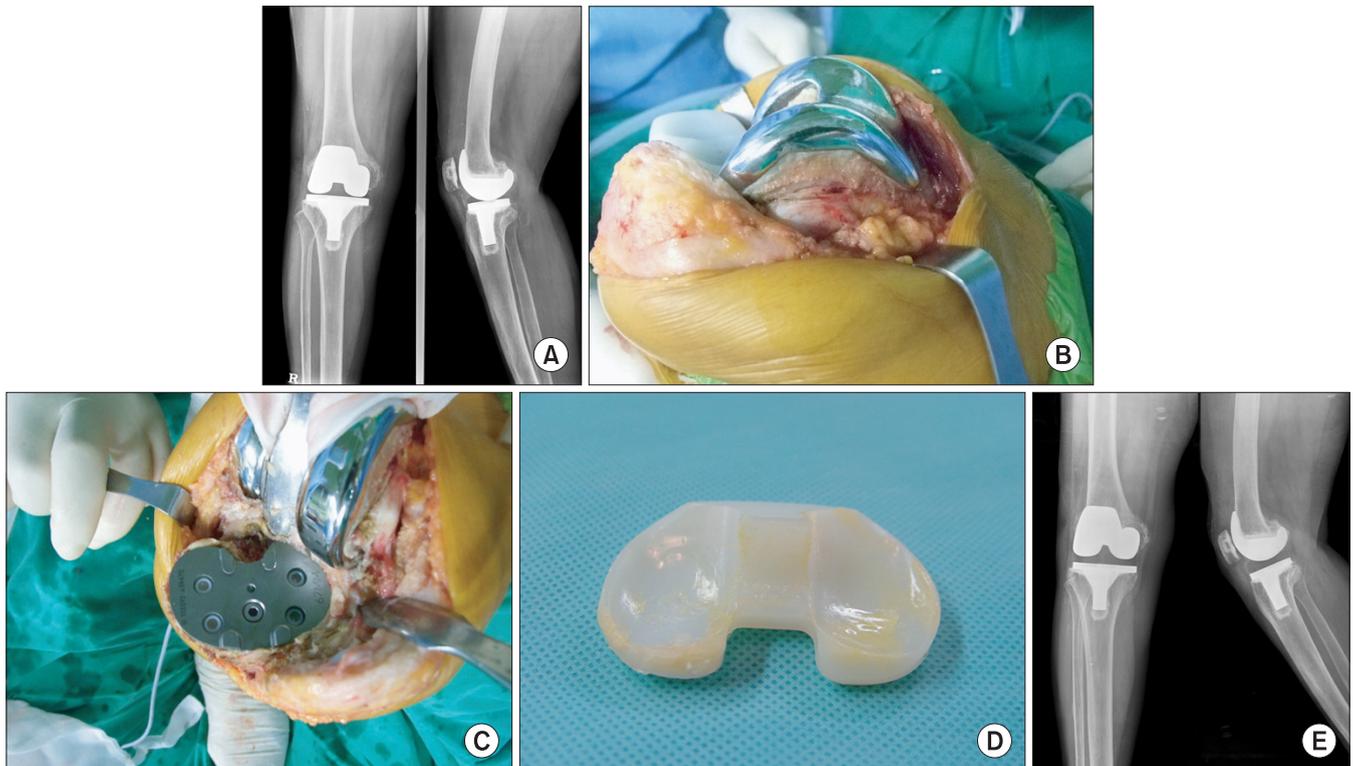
(A) Anteroposterior and lateral radiographs of TKA knee before revision. (B) Well aligned and well fixed femoral component. (C) Well aligned and well fixed tibial component. (D) Wear of meniscal bearing is located mainly in medioposterior surface area. (E) Postoperative anteroposterior and lateral radiographs show regular joint space after isolated tibial insert change.
